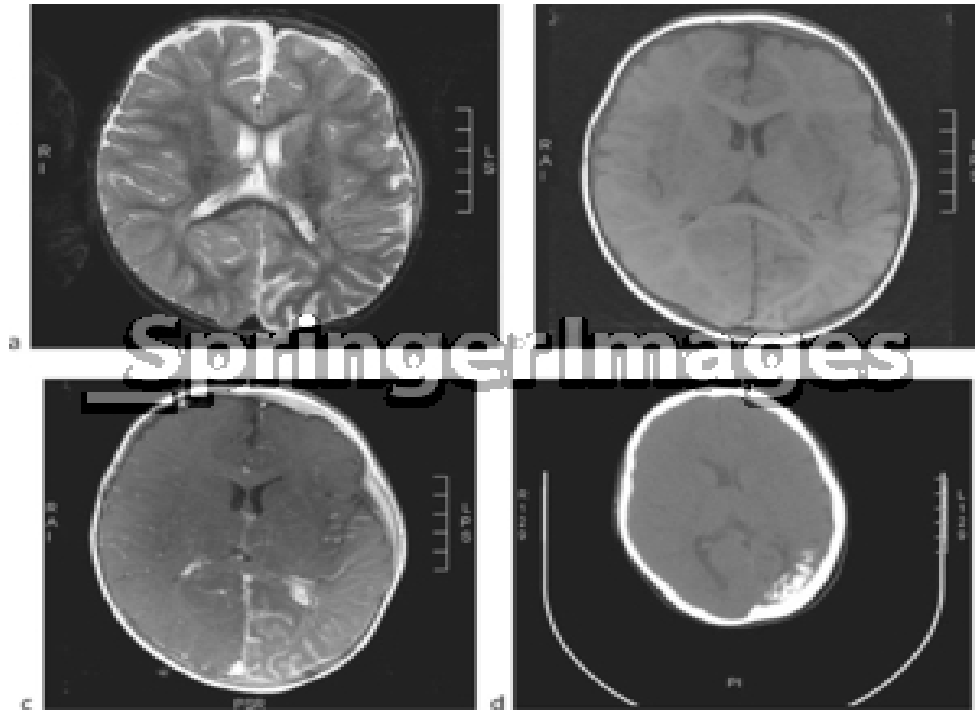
Le syndrome de Sturge-Weber. Sur une image pondérée en T2, seule une atrophie focale subtile est vu dans le pariétal gauche et le lobe occipital avec un drainage veineux profond anormale (a). Les images pondérées en T1 avant (b) et après contraste (c) montrent leptoméningée angiomatose dans ce domaine et l'hypertrophie de la choroïde plexus. La TDM montre la calcification gyral (d) mieux.
